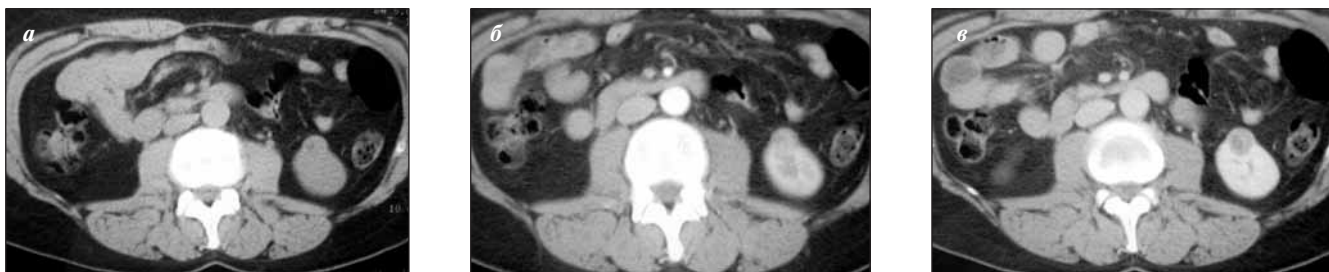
Нетипичная почечная АМЛ. КТ-исследование: а – нативное исследование; большая часть образования по денситометрическим показателям не отличается от почечной паренхимы; б – в аортальную фазу исследования опухоль неравномерно накапливает контрастный препарат; в – нефрографическая фаза; накопление контрастного препарата в опухоли значительно ниже, чем в неизменной паренхиме
